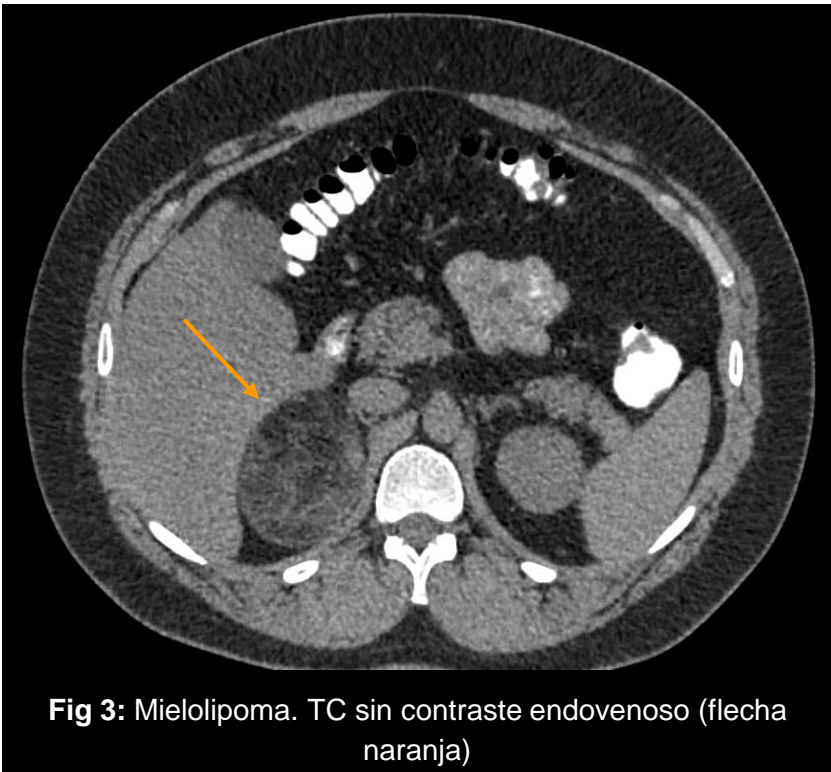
Mielolipoma. TC sin contraste endovenoso (flecha naranja)
